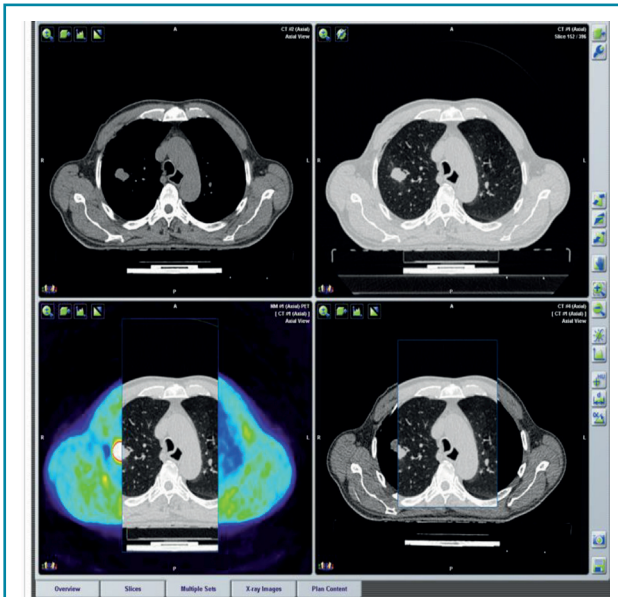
ПЕТ / КТ з ¹⁸F-ФДГ. Візуалізується вогнище в лівій легені
